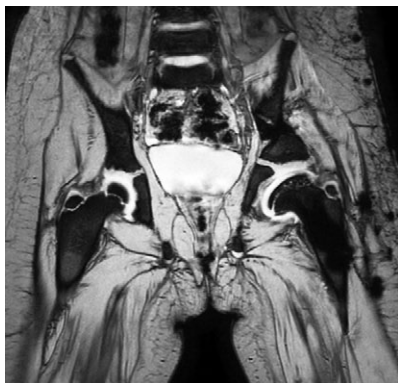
МРТ-картина хрящевых моделей головки бедренной кости и вертлужной впадины через 6 мес. после проведенного хирургического лечения (пояснения в тексте)
